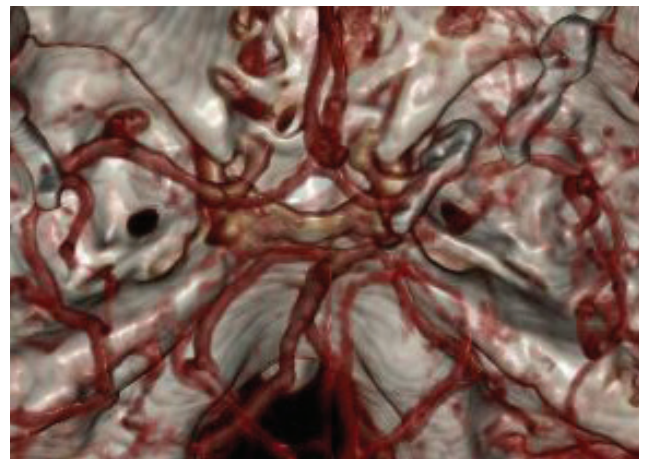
Пацієнт В., 49 років. КТ-ангіографія після двох оперативних втручань
